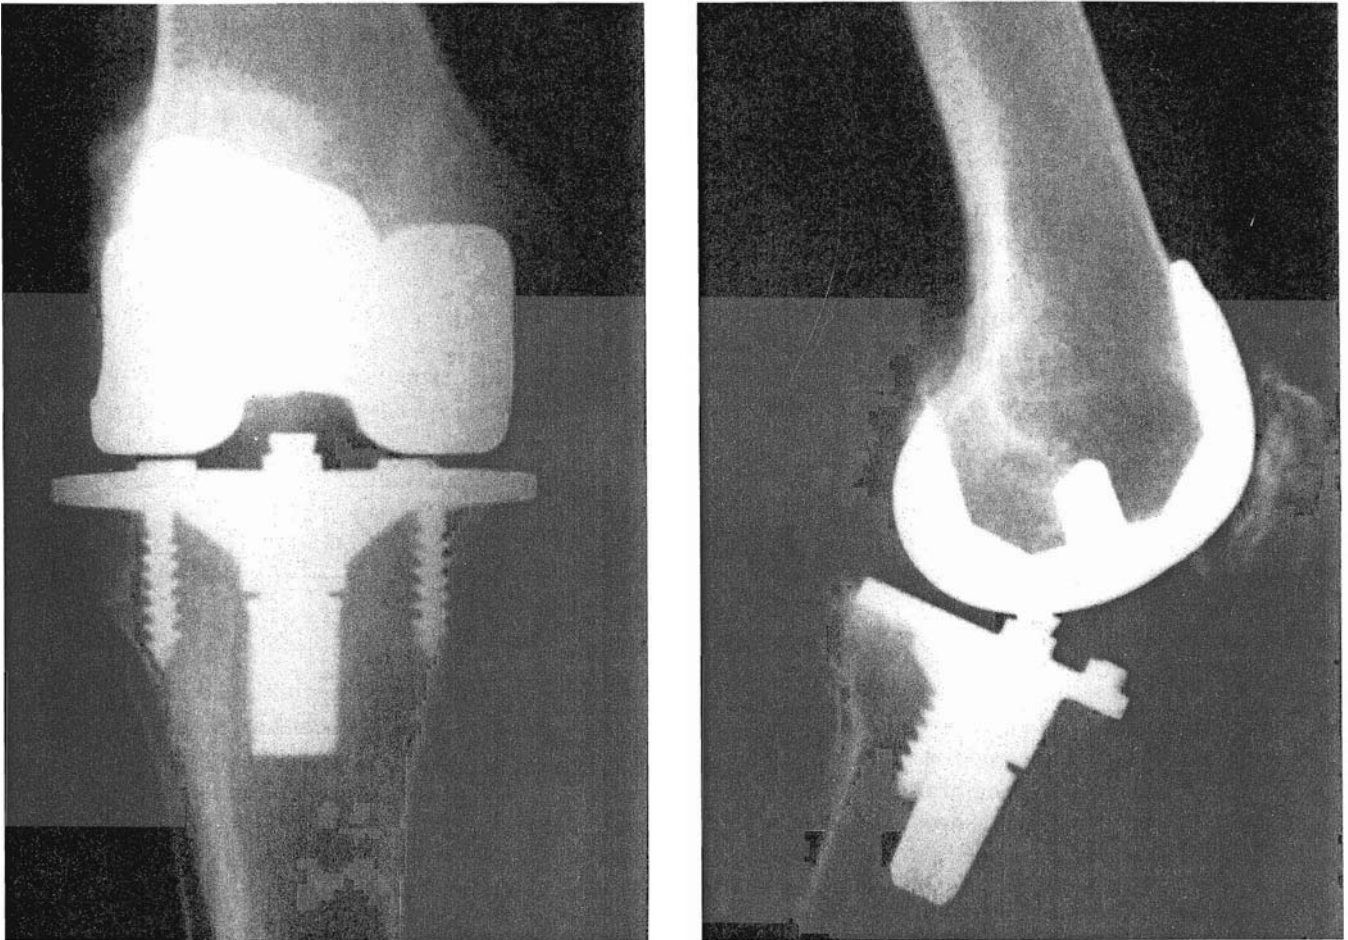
A y B.—Radiografías anteroposterior y lateral de la prótesis con vástago tibial trapezoidal a los diez años de evolución. Resultado clínico excelente.
